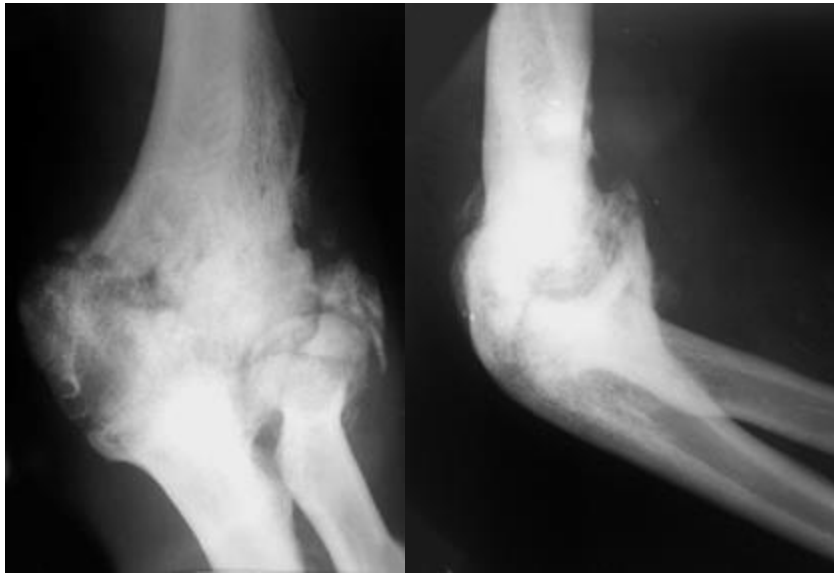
Рентгенограми ліктового суглоба хворого З., 38 р.: зрощений перелом дистального епіметафізу плечової кістки, ускладнений посттравматичним деформуючим артрозом ЛС IV ступеня з масивними циркулярними гетеротопічними осифікатами
